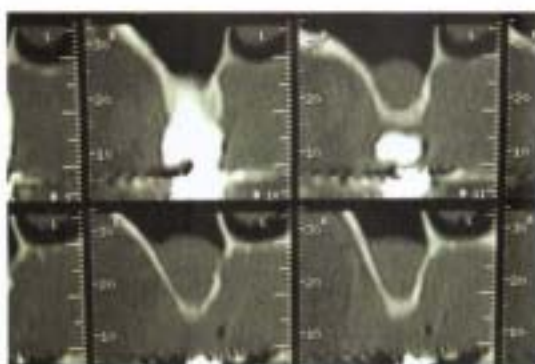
Defect osos major la nivelul sinusurilor maxilare: a, b – aspect CT înainte și după sinus lifting; c – ortopantomogramă ce arată implanturile de mărimi diferite, ancorate în zona anterioară maxilară augmentată și în zonele laterale după sinus lifting. (cazuistica Prof. Dr. J. Acero)
